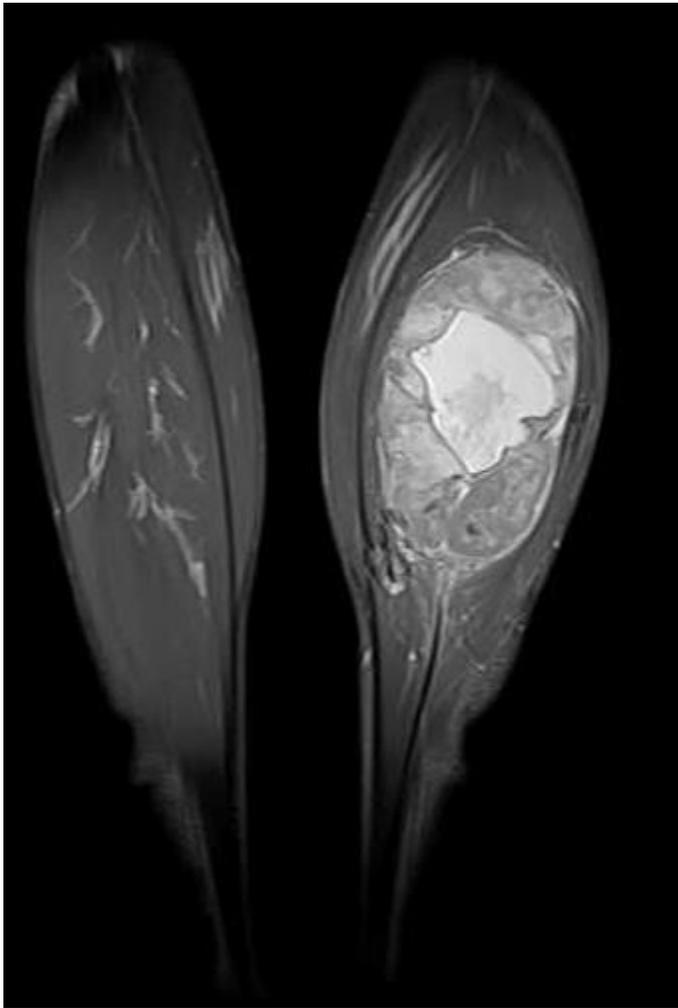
IRM des mollets: masse d'allure sarcomateuse de soléaire gauche
